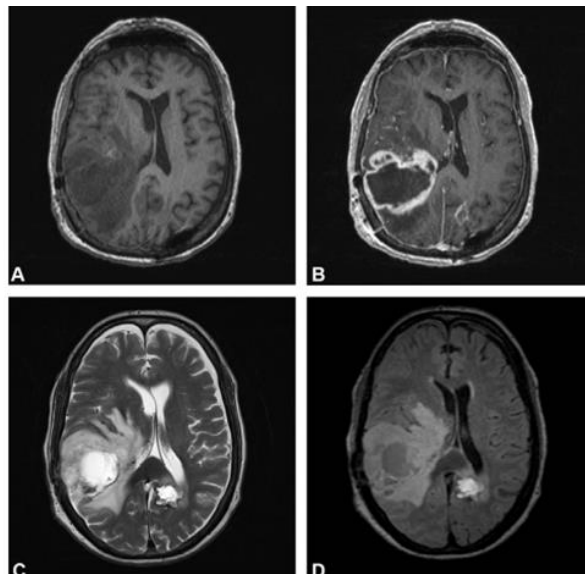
Características do glioblastoma em imagens de RM ponderada em T1, A; T1 com contraste, B; imagem ponderada em T2, C; e FLAIR, D. Adaptado de (27).
